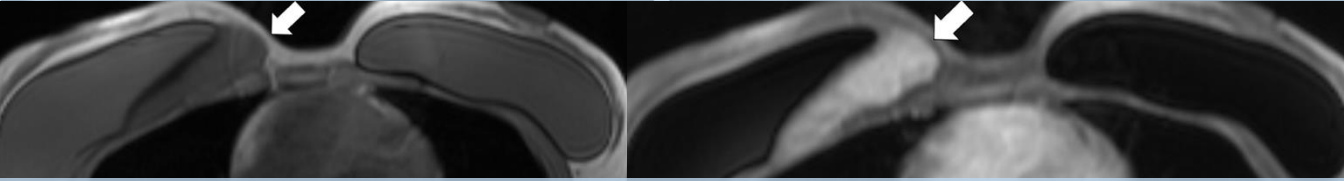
Tumor desmoide. RM en T1 y en T1 con contraste.
